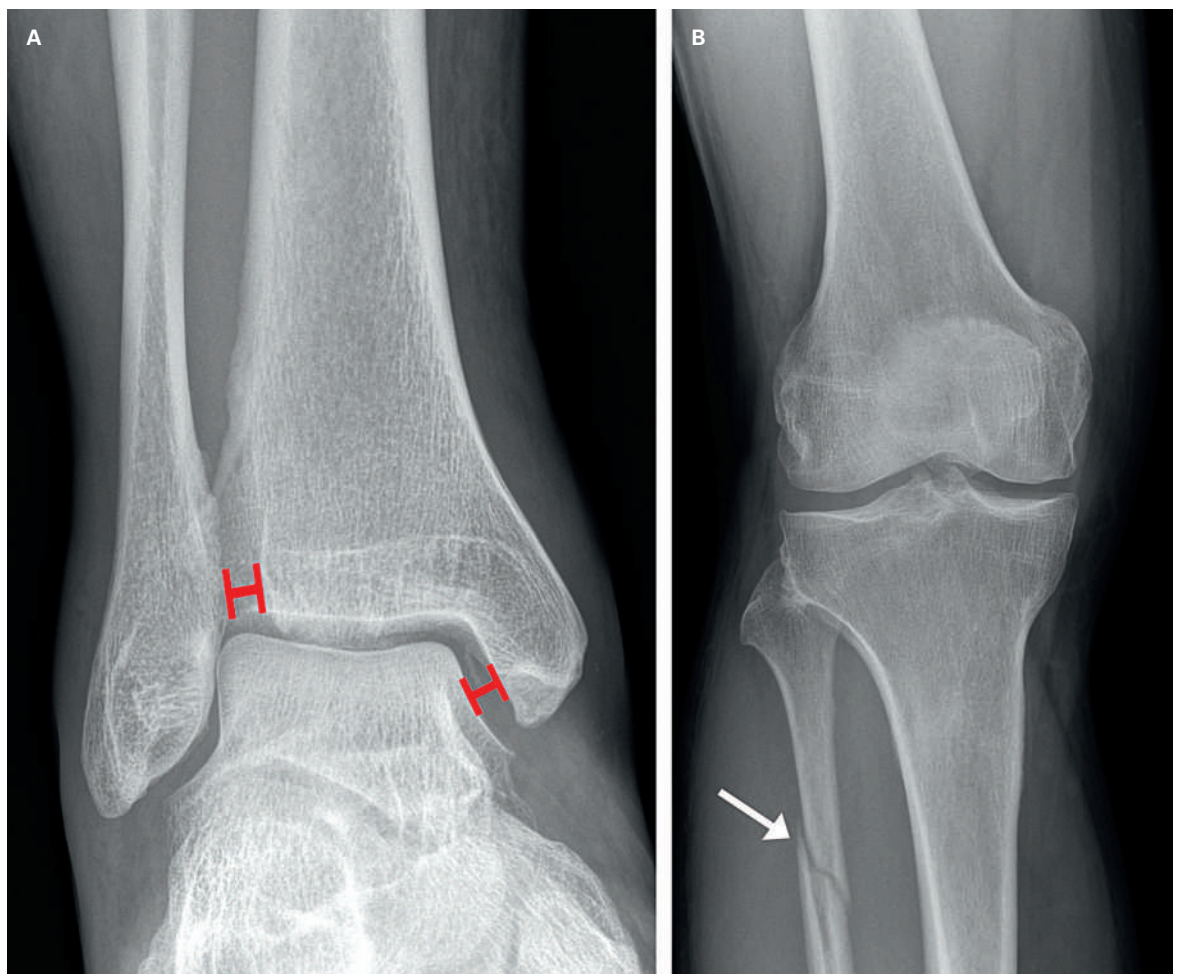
Maisonneuve-Verletzung. A) OSG a.p. (unbelastet): asymmetrische Sprunggelenksgabel mit erweiterter Syndesmose. B) Knie a.p.: hohe Fibulafaktur, im OSG-Röntgen nicht sichtbar!
